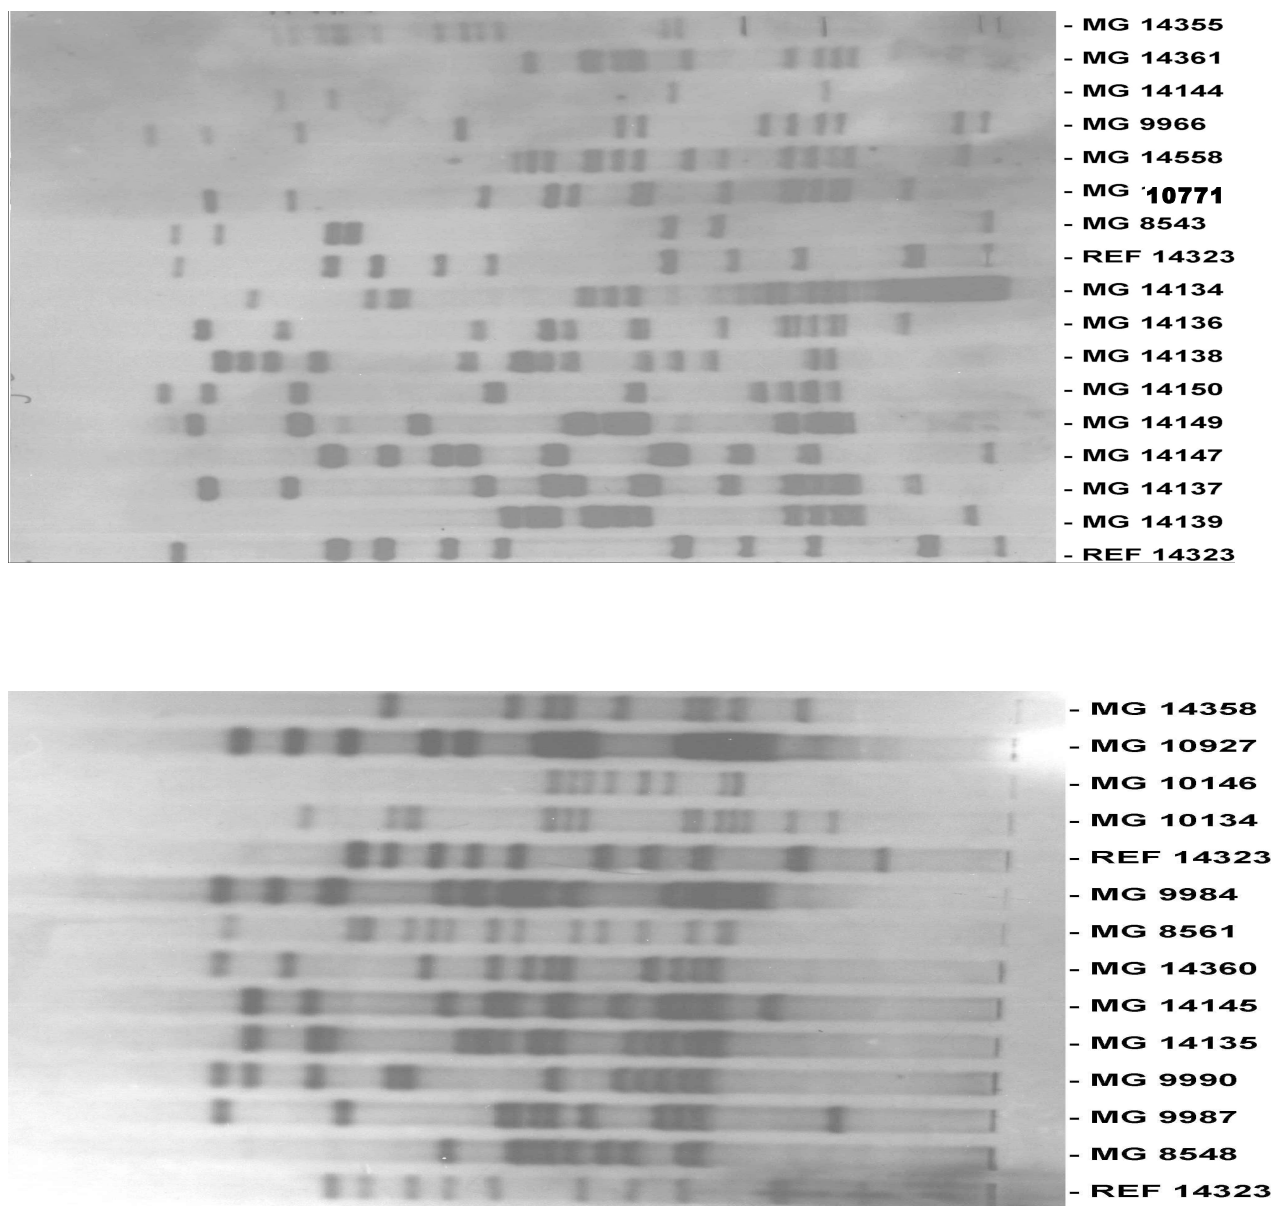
Autoradiografia de membrana de transferência do *Southern blot*
